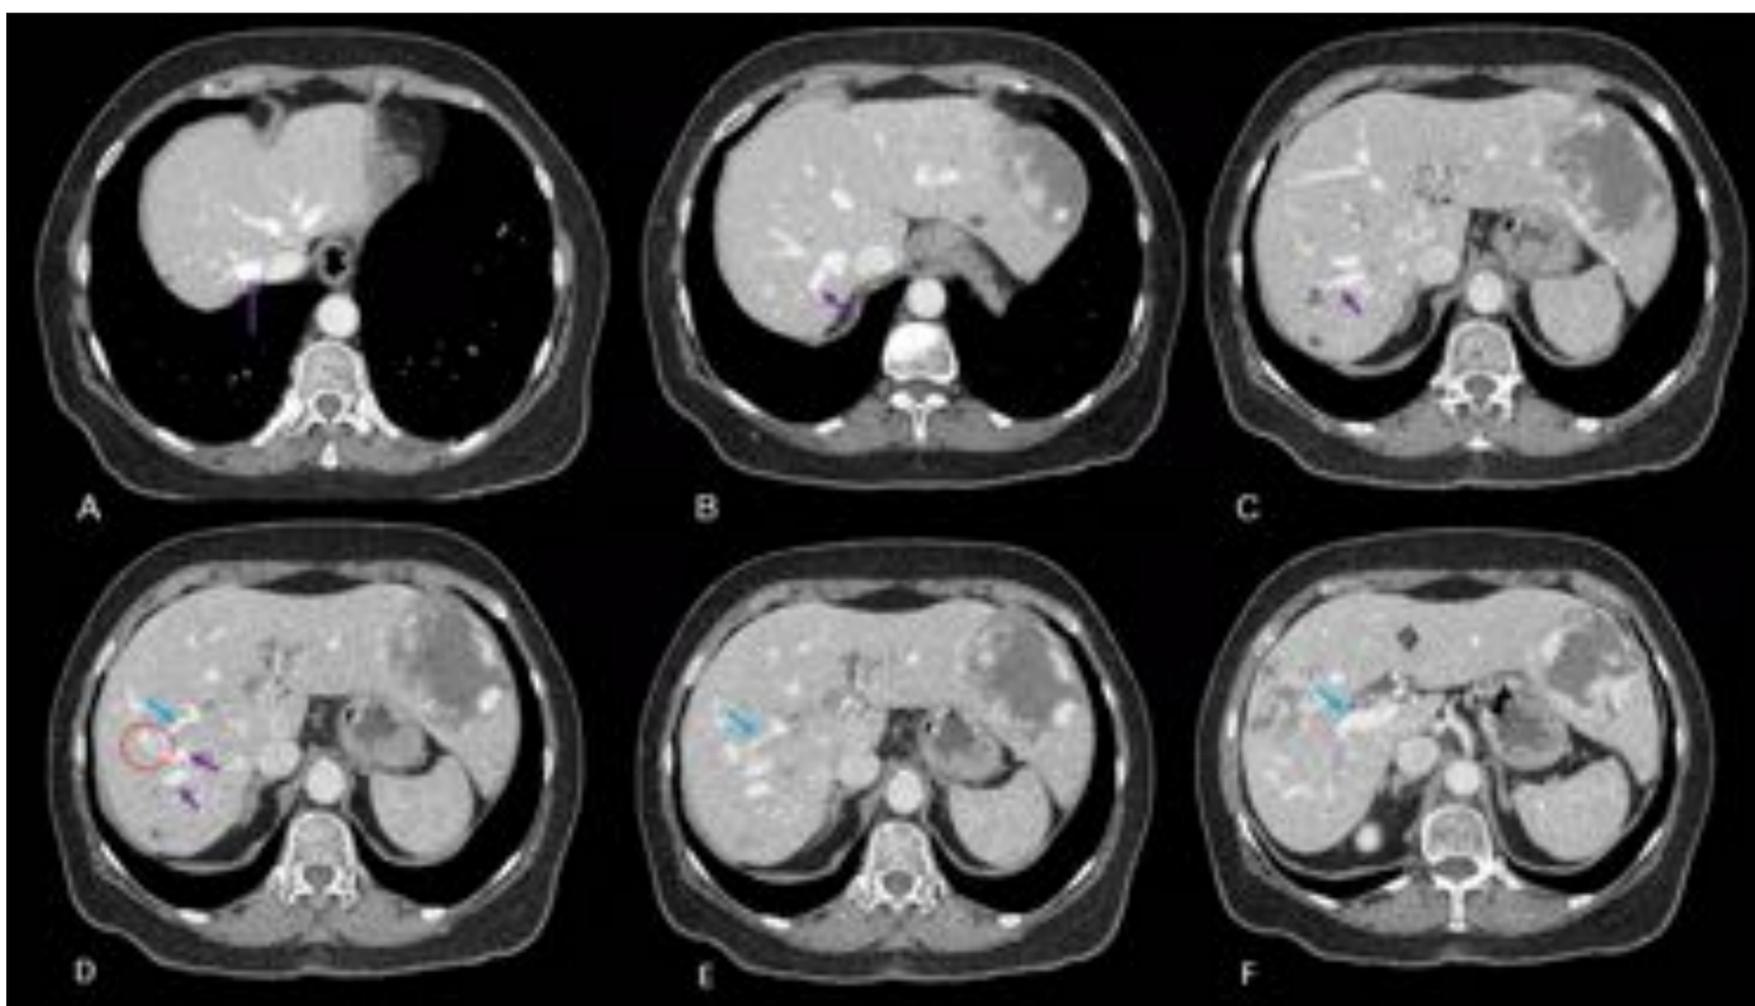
A,B,C,D,E,F : TC cortes axiales con contraste intravenoso en fase portal. Al seguir la vena suprahepática derecha ( flechas lilas), observamos como contacta ( círculo rojo) con una rama de la vena porta ( flecha azul), generando un shunt portovenoso. Hospital Universitario de Bellvitge.
